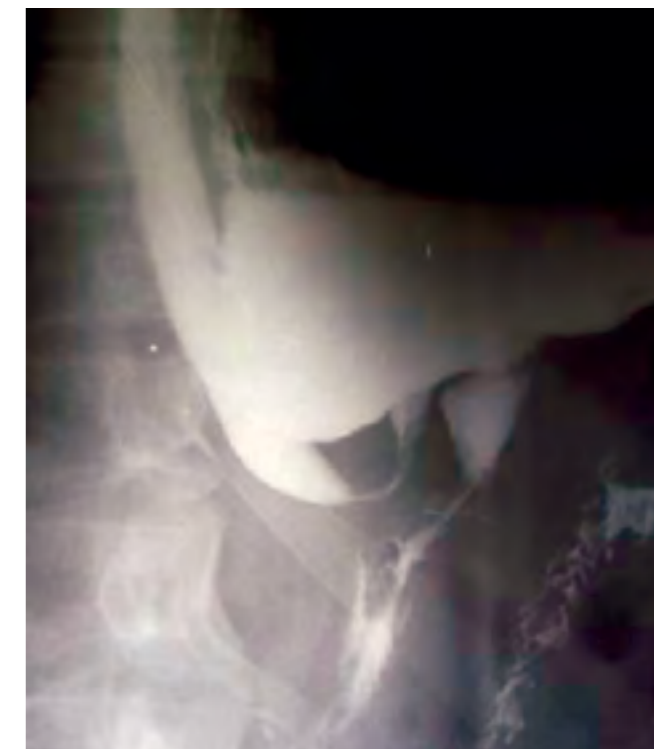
Рентгенография желудка пациента П. (до операции)
